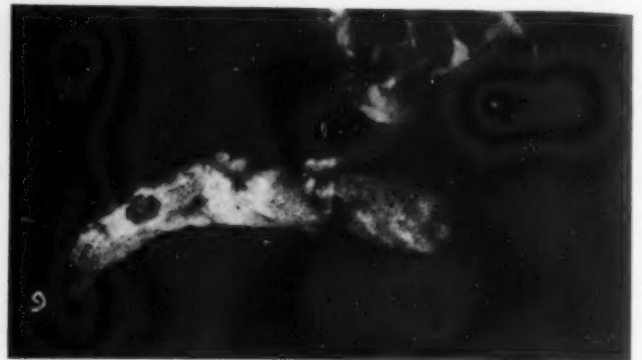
Röntgenbild eines ausgehenden, zirka 13 cm langen Falxknochens einer älteren Frau, darüber die harten Hirnhäute erkennbar.
